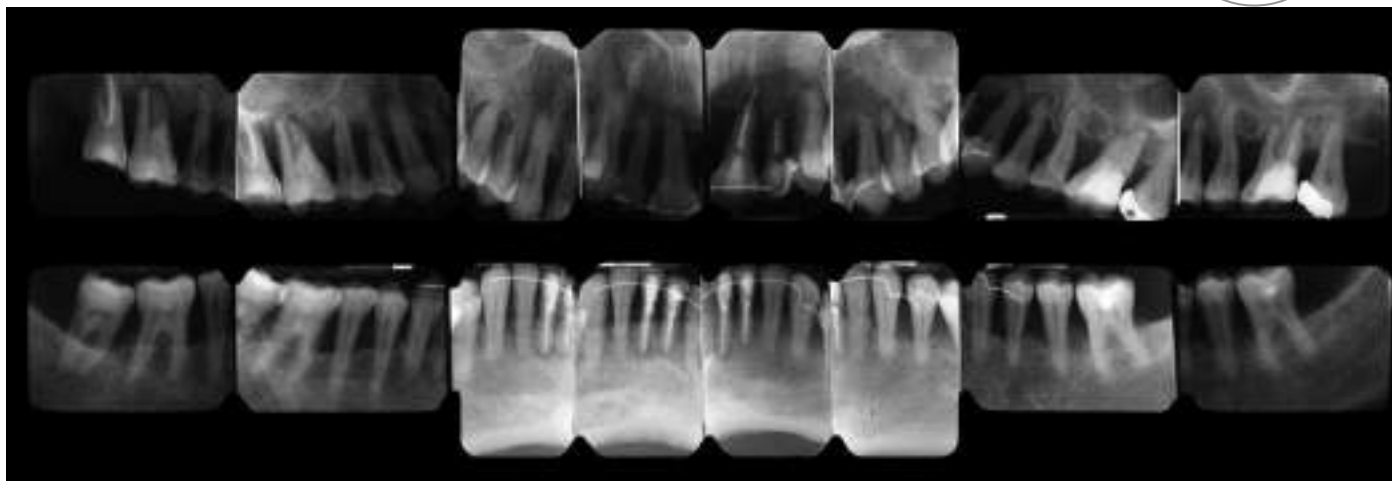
Statut radiographique initial.
